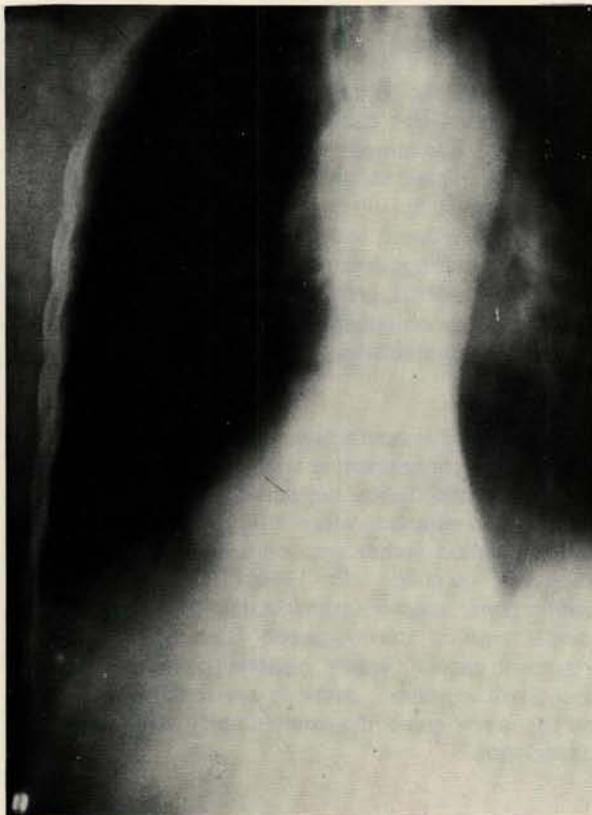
Tomografia pré-operatória do tórax.
